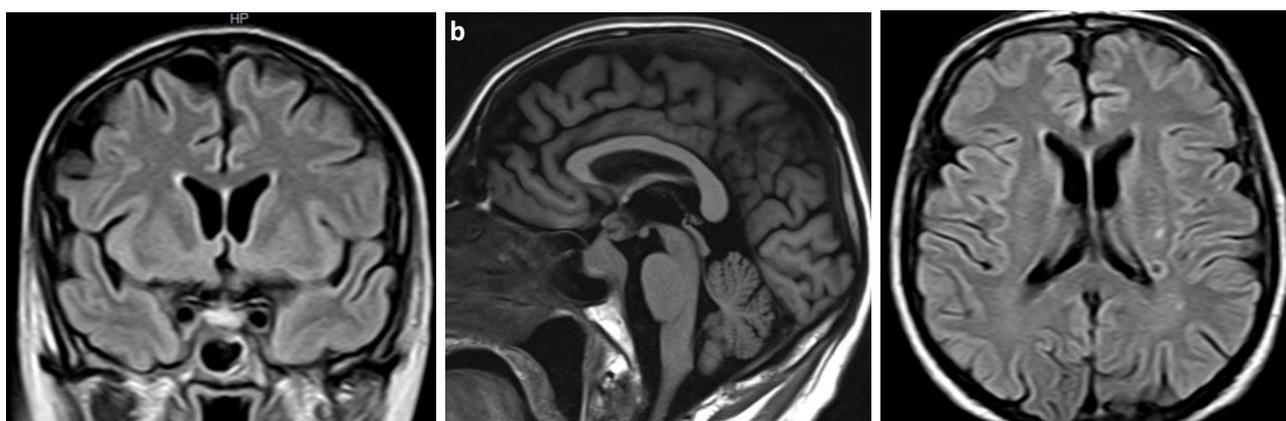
RM encefalo con MdC a 2 mesi: sezioni coronale FLAIR (a), sagittale T1 (b) e assiale FLAIR (c)
